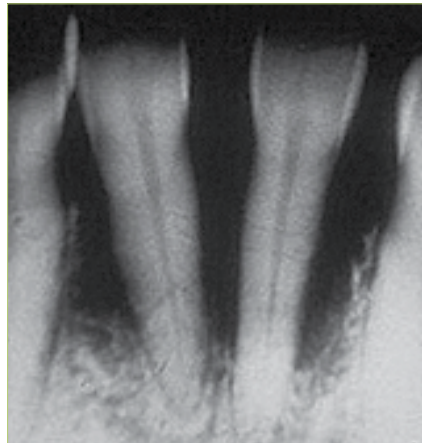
Označavanje brušenja na RTG snimci
